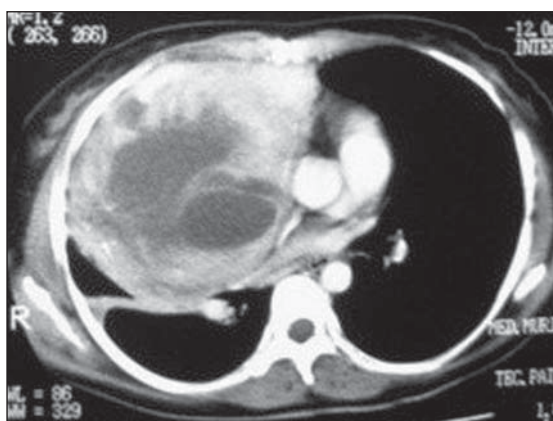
Tomografia axial com janela para mediastino evidenciando massa que comprime a veia cava superior, apresentando densidade de partes moles e realce heterogêneo pelo meio de contraste.
